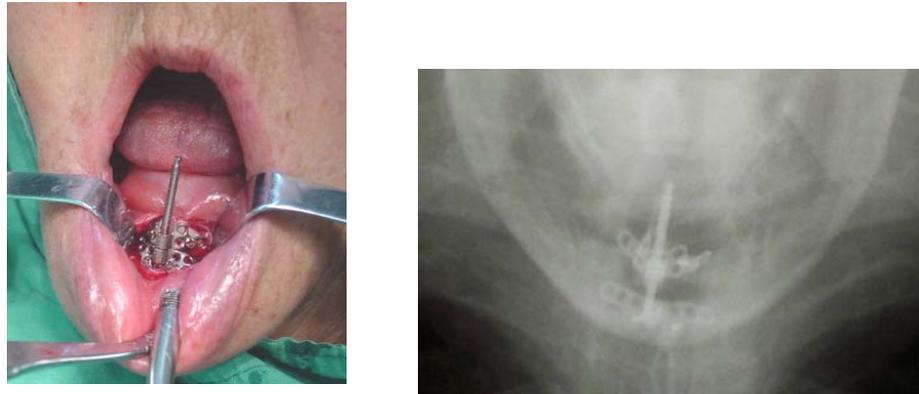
Colocación del distractor en reborde alveolar mandibular atrófico (izquierda) y radiografía que muestra elongación del callo óseo en la fase de distracción mandibular (derecha).
